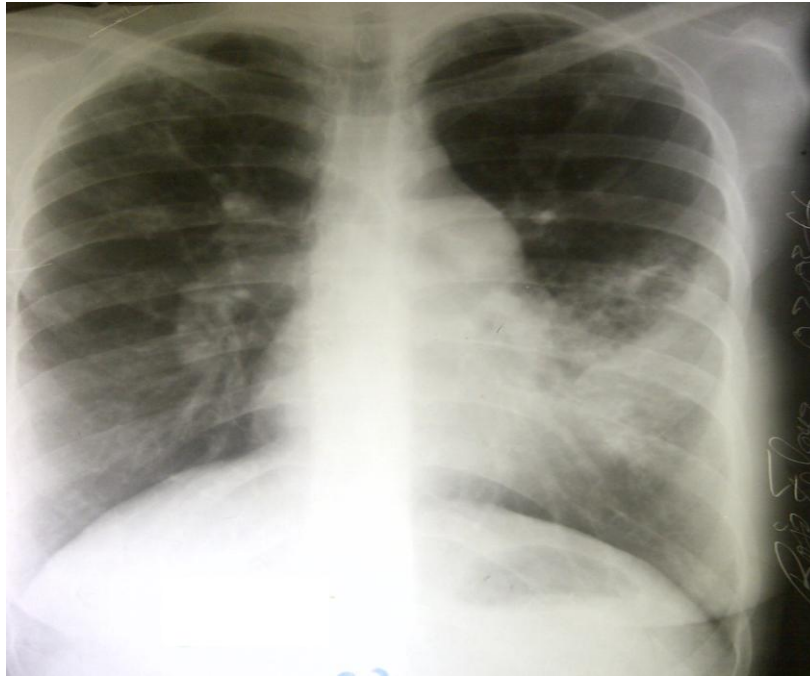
Radiographie du thorax de face montrant la localisation basale gauche des lésions pulmonaires avec un bombement de l'arc moyen en faveur d'une hypertension artérielle pulmonaire. (Chest X-ray of the frontal showing the left basal location of the pulmonary lesions with an arching of the middle arch in favor of pulmonary arterial hypertension).
